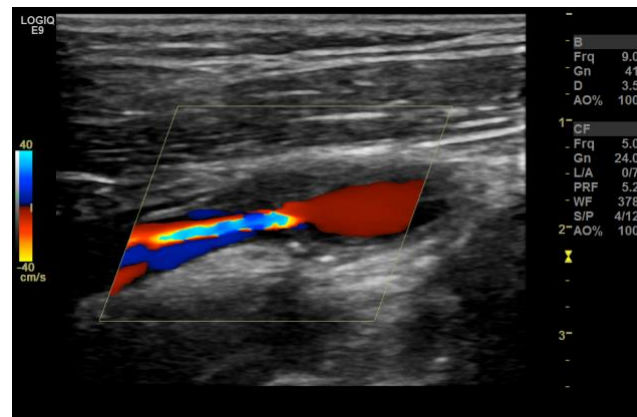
灰阶超声显示严重的颈内动脉狭窄 (a)。狭窄处彩色多普勒血流成像显示狭窄处的流速增加，表现为与远端射流的混叠和靠近动脉壁的反向血流分离 (b)。频谱多普勒显示狭窄段近端峰值流速 (PSV) 正常 (58 cm/s) (c)，狭窄段峰值流速增加至 392cm/s (d)。远端狭窄的中心有射流 (e)。在接近动脉壁处可检测到反向血流 (f)。通过放置取样框，包络整个动脉，可显示动脉狭窄后区域的复杂血流 (g)。
